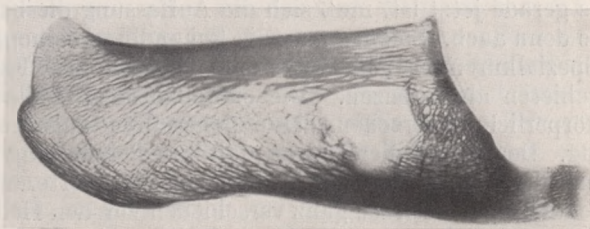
Röntgenbild, wie Fig. 4, von einem Rehcalcaneus.
